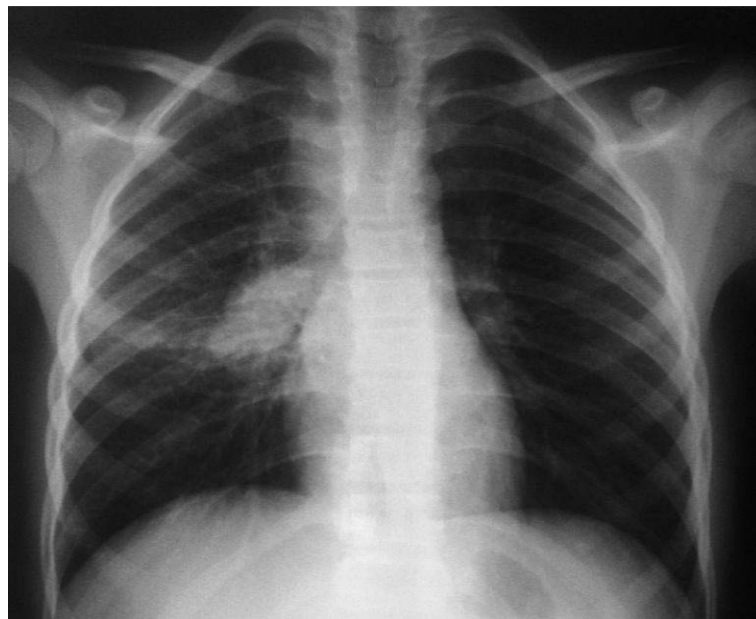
Radiographie de thorax de face montrant une adénopathie médiastinale droite en rapport avec une primo-infection tuberculeuse.
